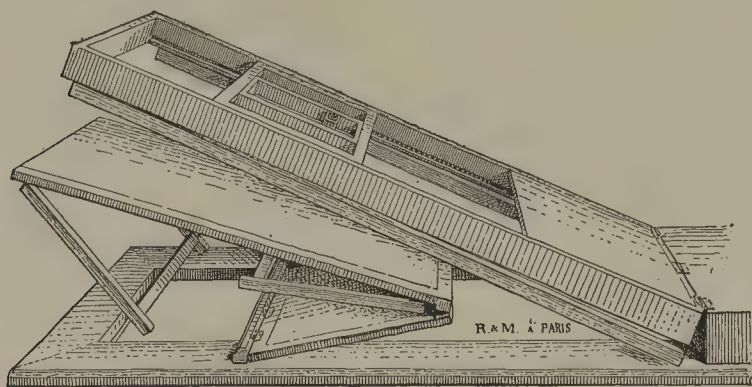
Lit pliant permettant seulement la radiographie avec incidences supérieures.
